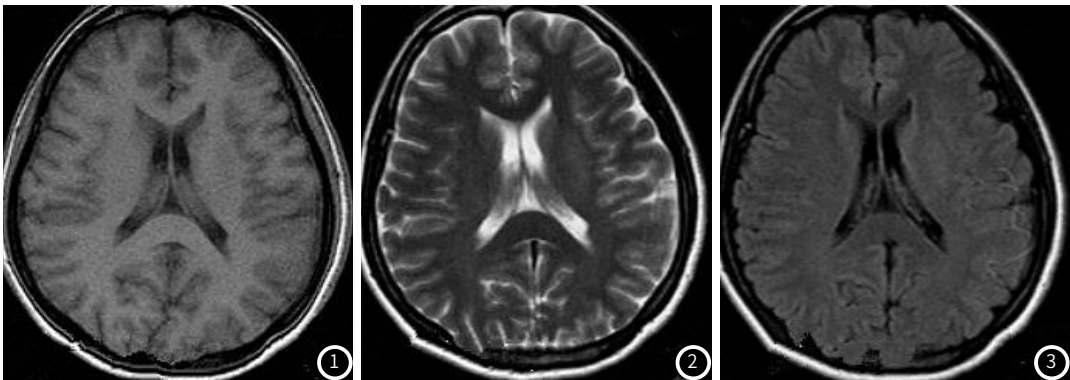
~图2 MRI检查T₁WI、T₂WI信号未见明显异常。图3 可见病变区脑回增厚、脑沟变窄。图4 DWI：明亮高信号。
